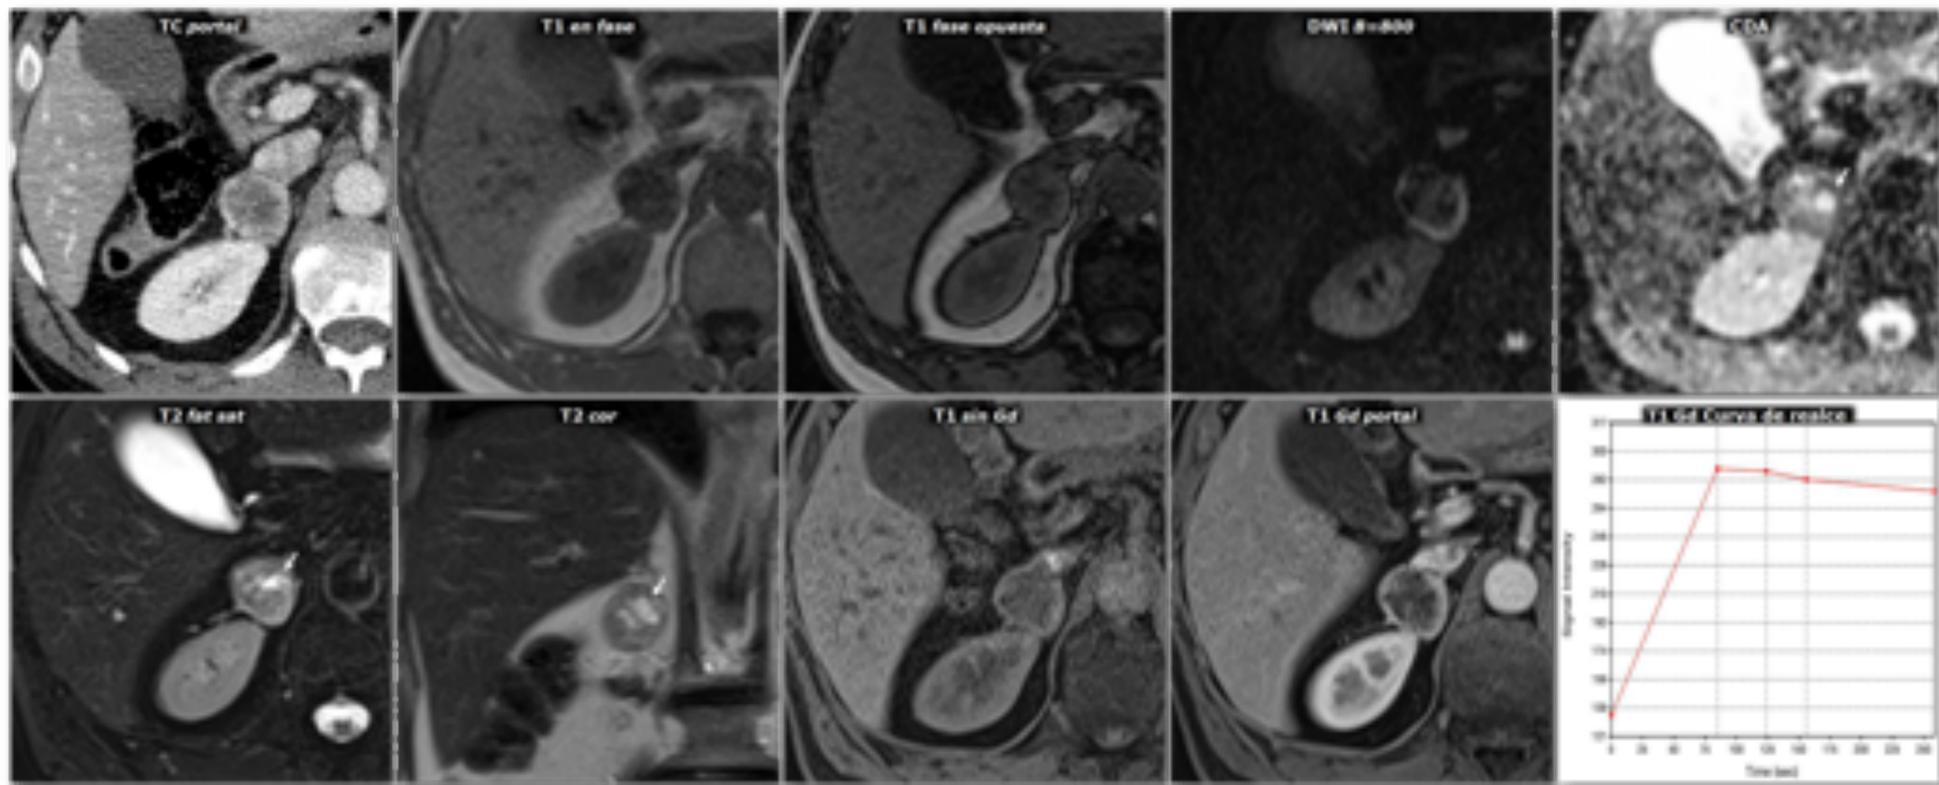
Hallazgo incidental de feocromocitoma adrenal en estudio por traumatismo abdominal. Diagnóstico radiológico correcto basado en la existencia de cambios quísticos. Varón de 57 años, con traumatismo de alto impacto, tras caerle la carga del agua de un hidroavión. En la TC en fase portal se identifica incidentalmente una lesión nodular adrenal derecha con un centro más hipoatenuante y una periferia hiperatenuante, probablemente por captación de contraste. En interrogatorio dirigido refiere ocasionales determinaciones de TA elevadas y episodios de sudoración/taquicardia. Se realiza RM, en la que la lesión no presenta caída de señal en fase opuesta. Es marcadamente hiperintensa en T2, con algunos focos de aspecto quístico (flechas), que en el mapa de CDA muestran alta señal por ausencia de restricción de la difusión del agua. Estos focos pierden por lo mismo la señal en la secuencia potenciada en difusión con valor alto de B. En el estudio dinámico con contraste la periferia de la lesión muestra realce intenso, con el pico de realce en la fase arterial del estudio, mientras que el centro, con fenómenos quísticos que se demostraron anatomopatológicamente, realza escasamente.
